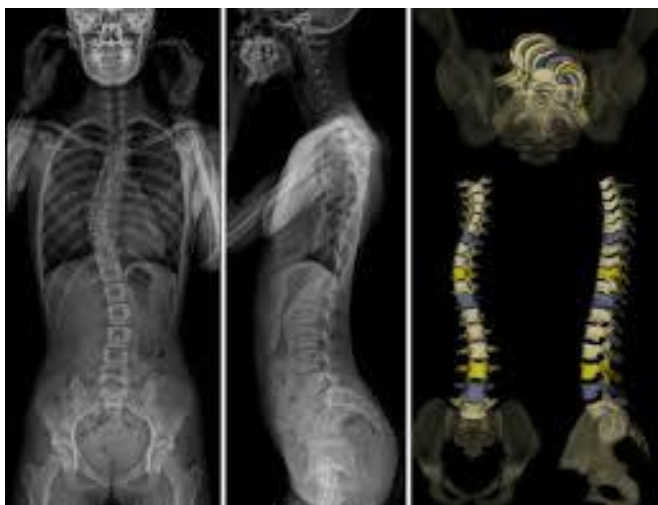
Radiographie du Rachis Entier Debout de Face et de Profil
